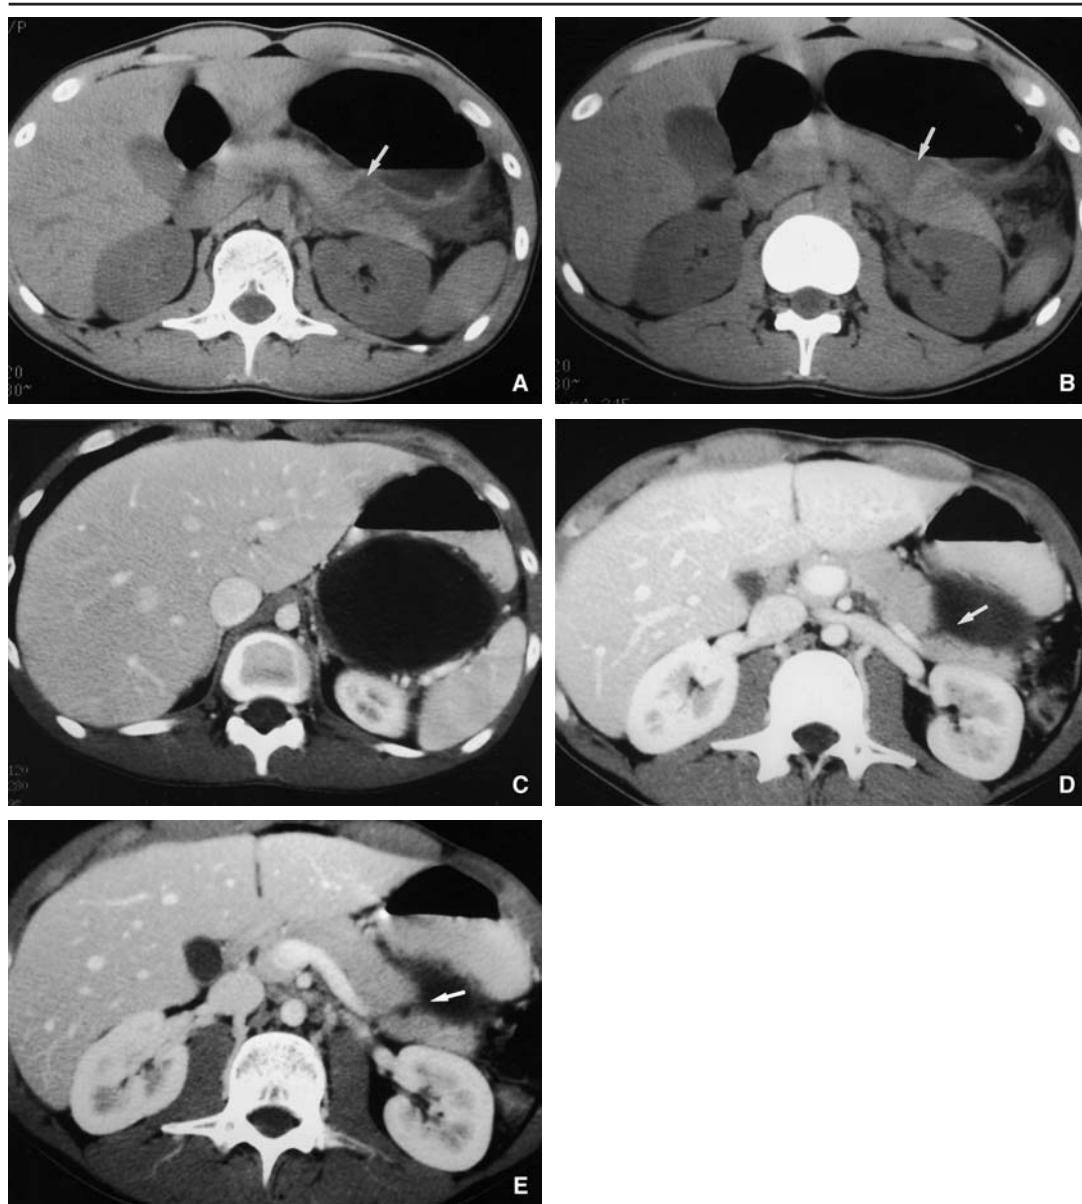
15 años. Caída de bicicleta. Contusión epigástrica aislada. Tomografía computarizada sin contraste por alergia; sospecha de rotura corporo-caudal (A, B). Estado clínico estable. Comprás de espera hasta la aparición eventual de un seudoquiste. A los 20 días, seudoquiste de gran tamaño y comunicación visible (C, D, E, flechas). Anastomosis cistoyeyunal. Postoperatorio sin complicaciones.
